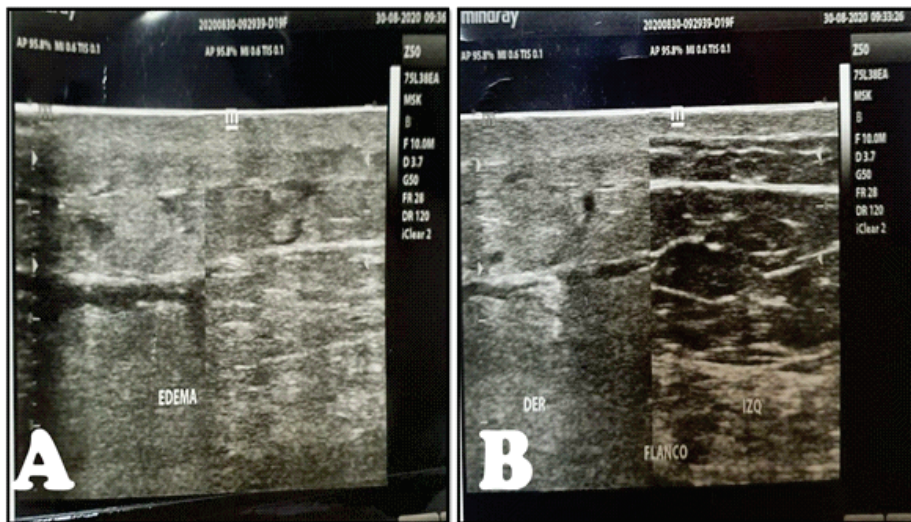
Ecografía de pared abdominal. A nivel de partes blandas de flanco derecho se evidencia: A. Aumento de grosor y ecogenicidad de TCSC. B. Imágenes lineales anecogénicas de aspecto reticulado en relación a edema que se extiende hasta región lumbar ipsilateral.
